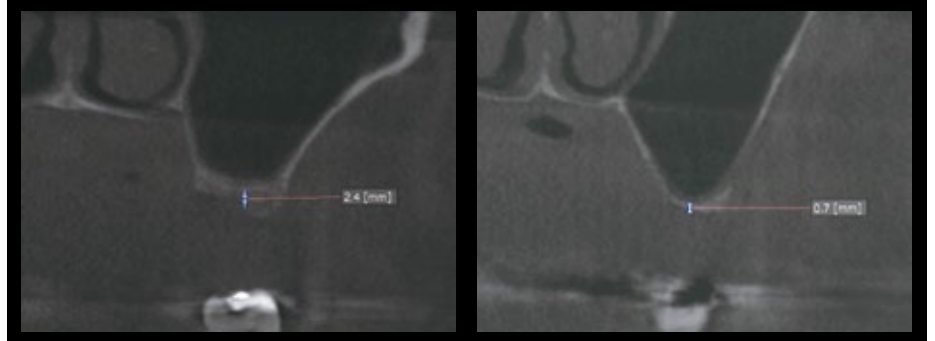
術前の CT 像。CT 像においてシュナイダー膜が認められないため、非常に薄いシュナイダー膜であることがわかる。
